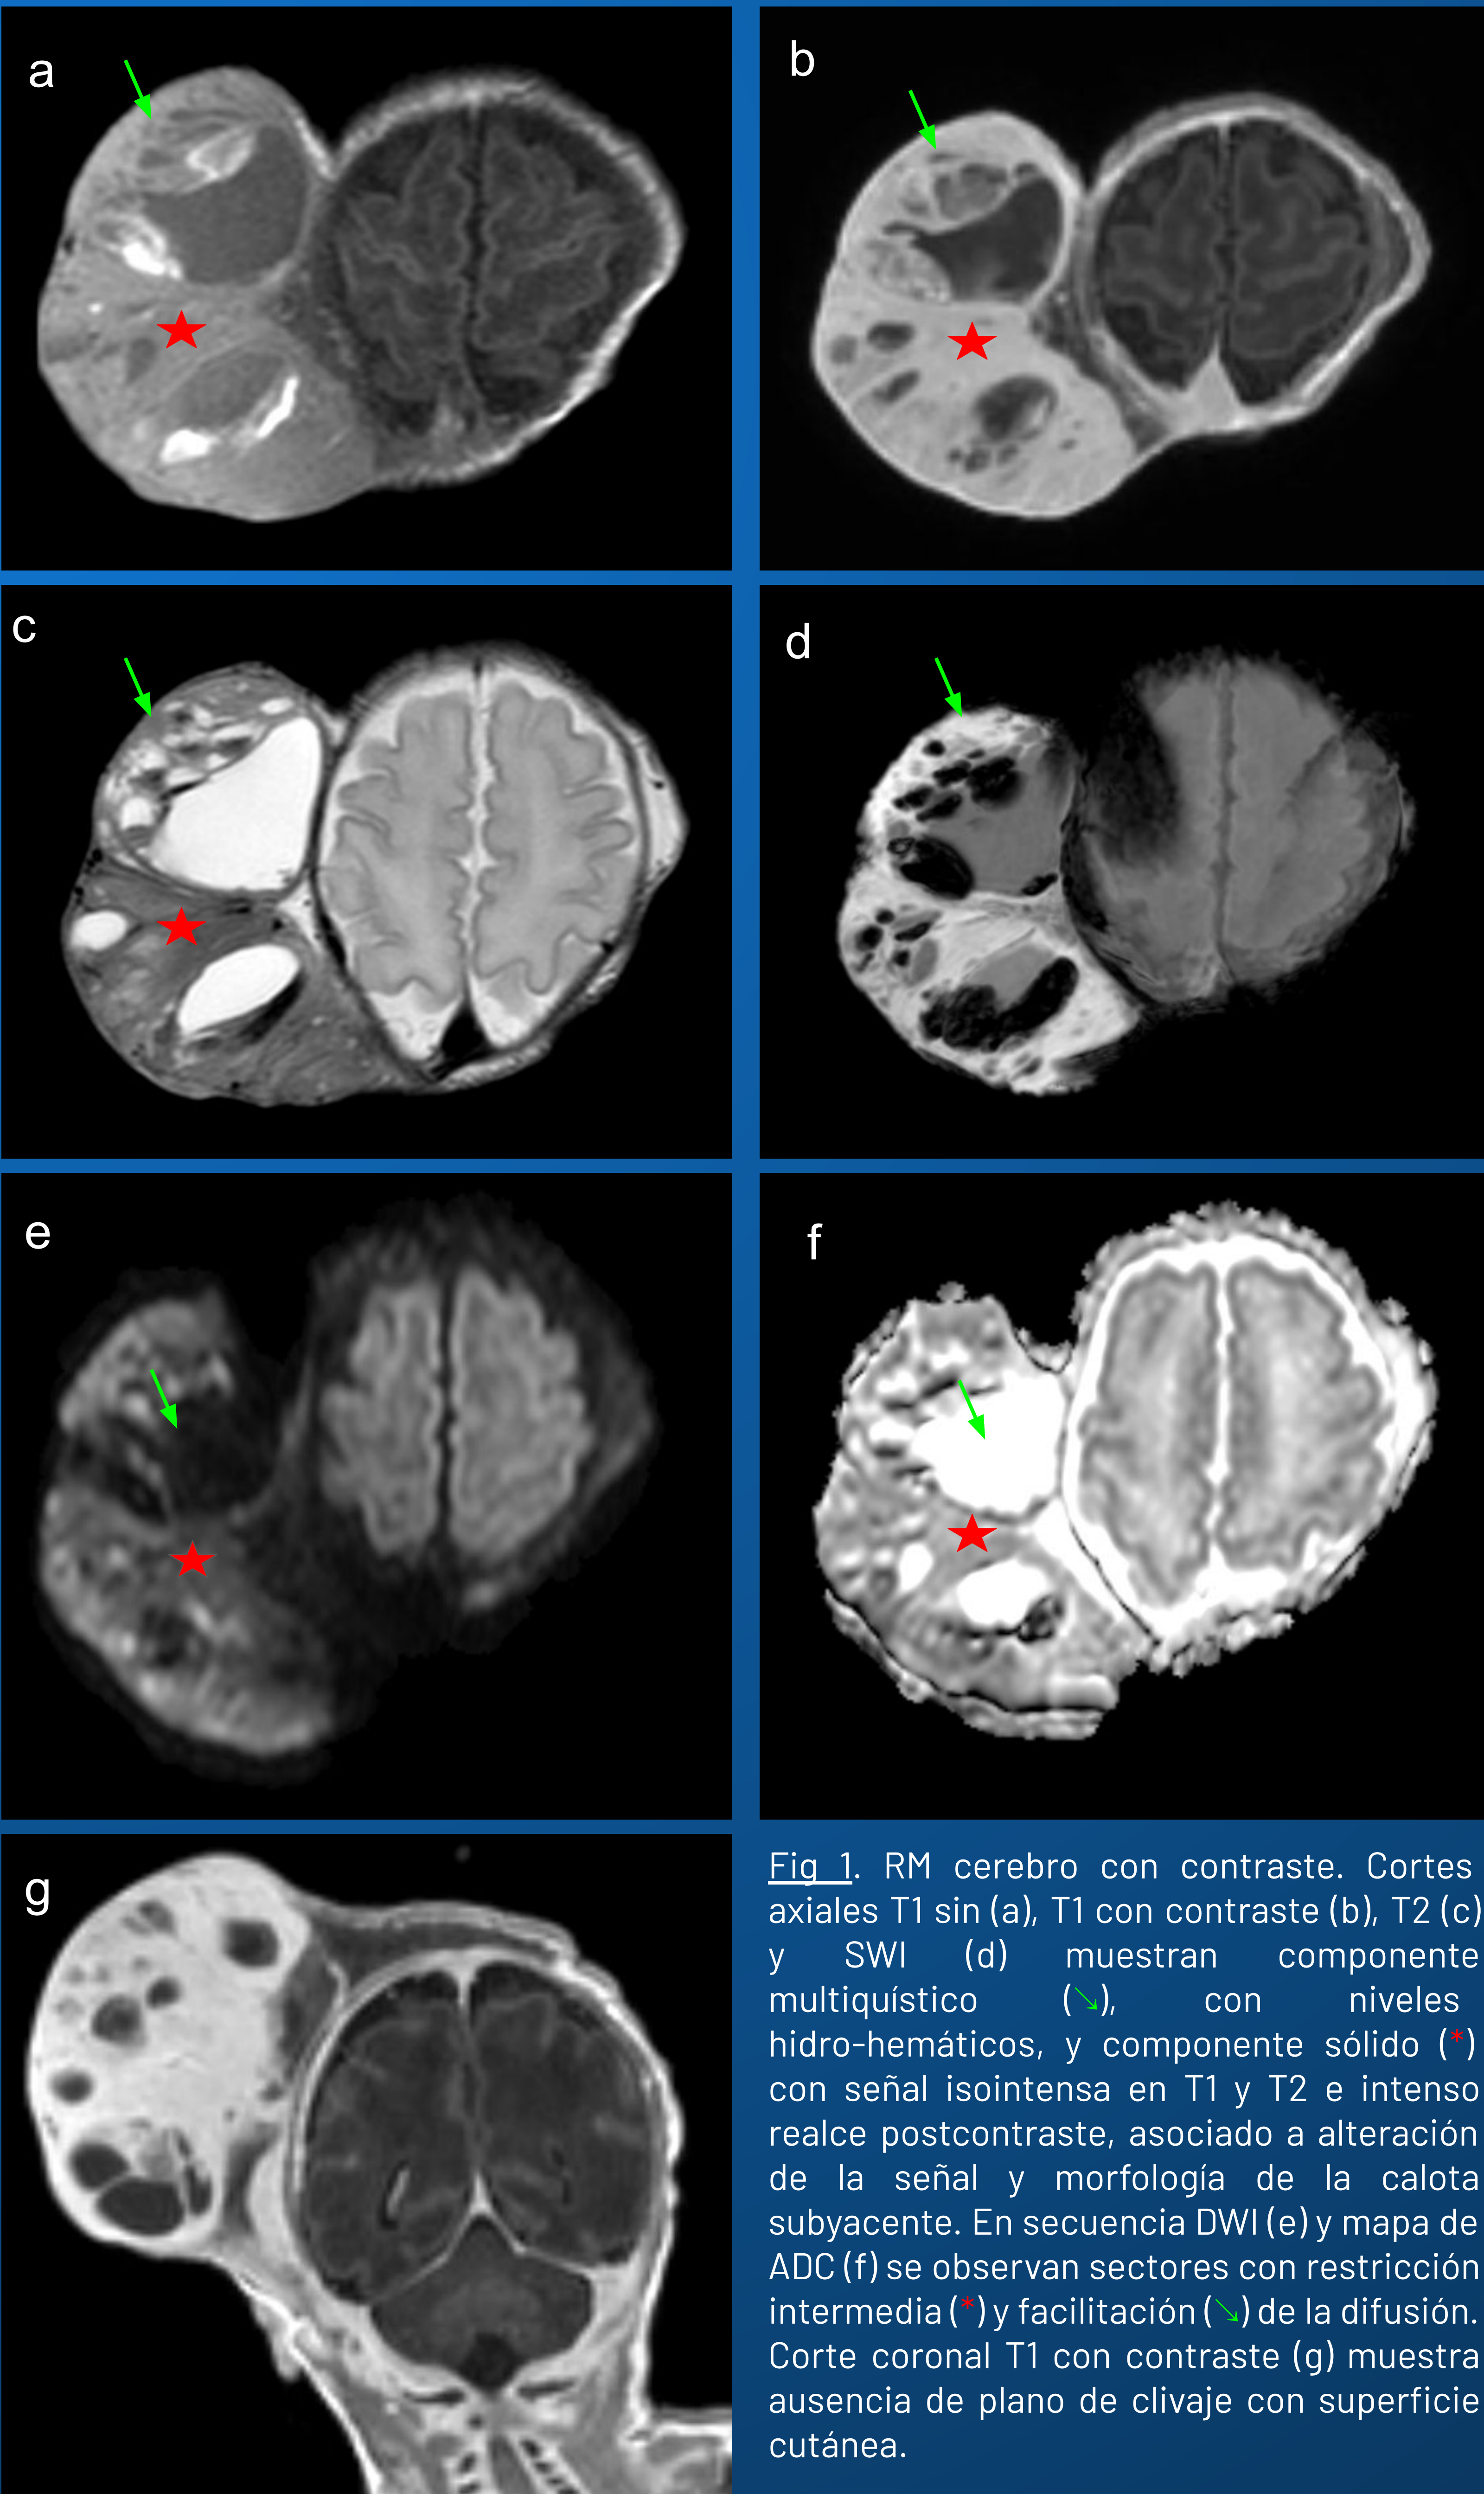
RM cerebro con contraste. Cortes axiales T1 sin (a), T1 con contraste (b), T2 (c) y SWI (d) muestran componente multiquístico (→), con niveles hidro-hemáticos, y componente sólido (*) con señal isointensa en T1 y T2 e intenso realce postcontraste, asociado a alteración de la señal y morfología de la calota subyacente. En secuencia DWI (e) y mapa de ADC (f) se observan sectores con restricción intermedia (*) y facilitación (→) de la difusión. Corte coronal T1 con contraste (g) muestra ausencia de plano de clivaje con superficie cutánea.
